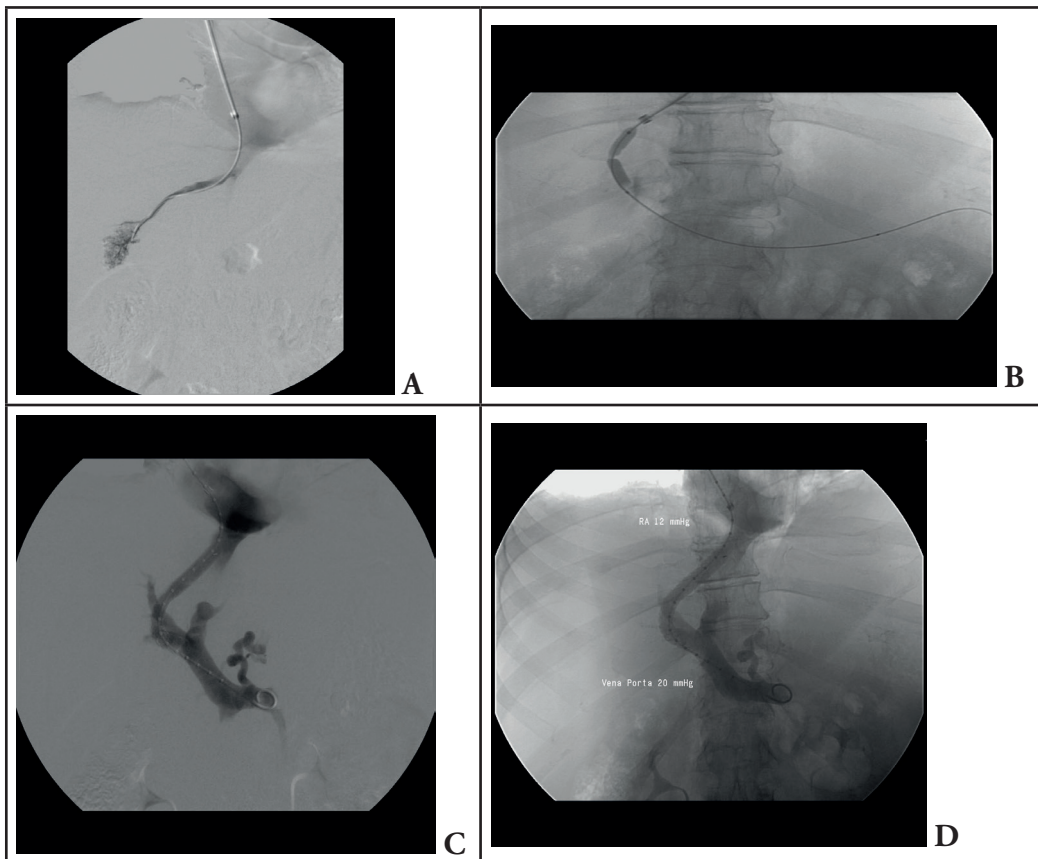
Figura QR 21.1: Posizionamento di TIPS. A) Identificazione della vena sovraepatica (nel caso in figura vena sovraepatica destra). B) Dopo identificazione ecografica del ramo portale adiacente, puntura dello stesso e dilatazione del tramite creato con catetere a palloncino. C) Posizionamento dello stent metallico tra vena sovraepatica e ramo portale e sua dilatazione. D) Portografia finale con misurazione del gradiente tra atrio destro e ramo portale (HPVG = 8 mmHg).
